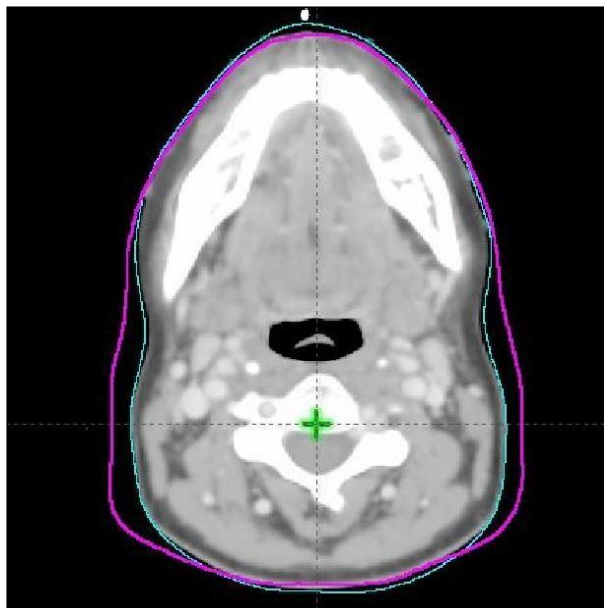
21 Contour externe ; en Magenta $V_{(C1-C4)}$ sur CT1, en cyan $V_{(C1-C4)}$ sur CT2
